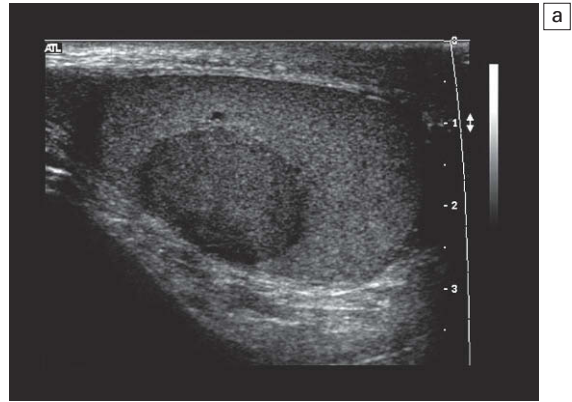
a) Ecografía de la parte derecha del escroto que muestra una masa sólida bien definida sin calcificación en el testículo derecho. b) El Doppler color muestra la hipervascularización de la masa testicular derecha. Imagen por cortesía de Kyoung-Sik Cho, MD, Asan Medical Center, Universidad de Ulsan, Facultad de Medicina.
